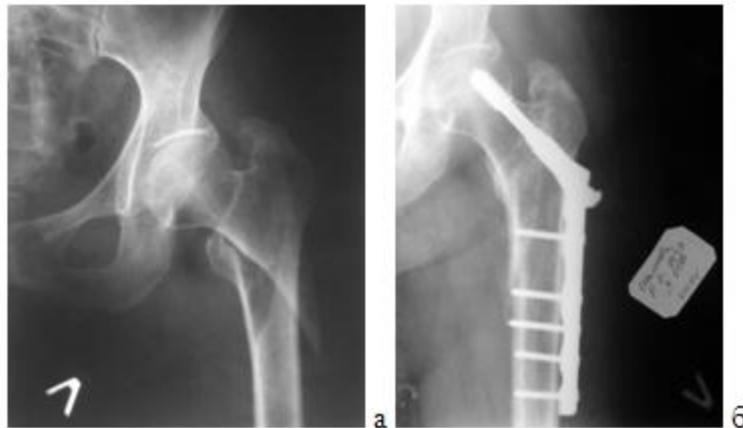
а – рентгенограмма при поступлении; б – рентгенограмма через 2 года после операции
